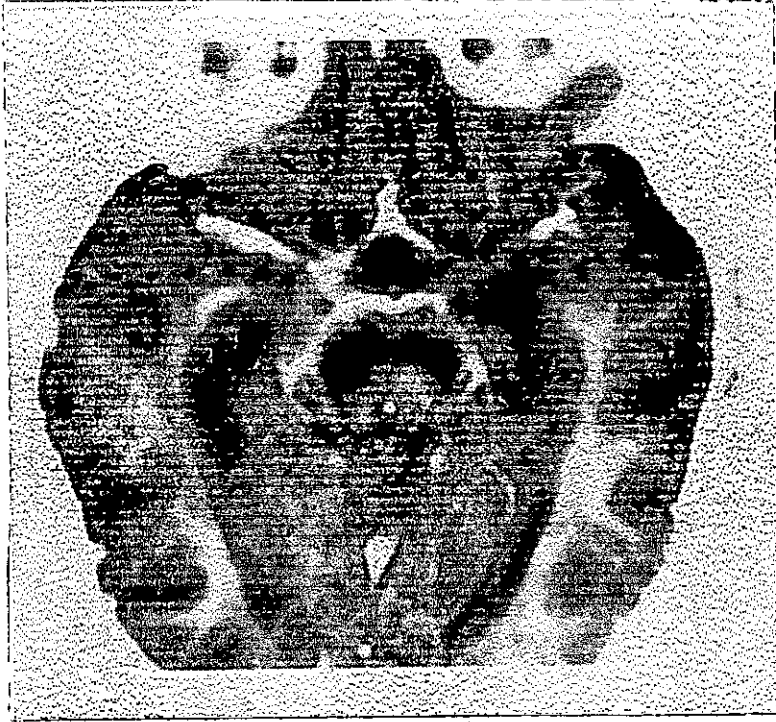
Resonancia magnética cerebral en T2 en la que se observa varias lesiones micronodulares y algunas nodulares hiperintensas localizadas en pedúnculos cerebelosos e hipocampo.
